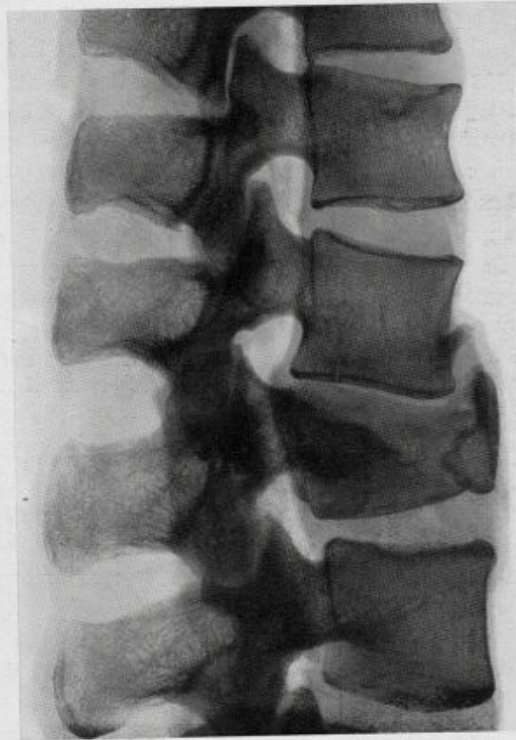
Röntgenbild von 2. Der im Körper des 1. Lendenwirbels liegende Hohlraum ist deutlich zu erkennen, ebenso die Ausbuchtung, die an der oberen Fläche des 11. Brustwirbels durch das oben erwähnte Knorpelknötchen hervorgerufen worden ist.
